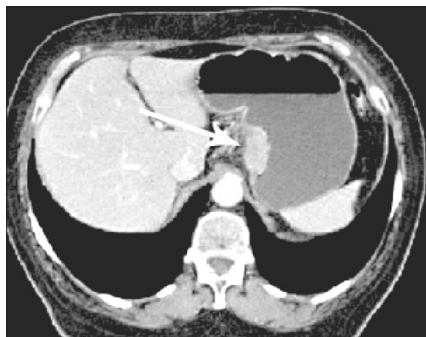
КТ-исследование при раке кардиального отдела желудка
